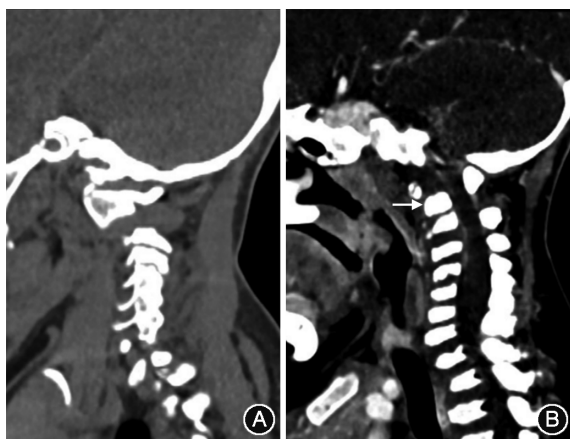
枕颈部CT矢状面重建 A:非黏多糖贮积症IV A型患者;B:黏多糖贮积症IV A型患者,白色箭头示齿突缺如
